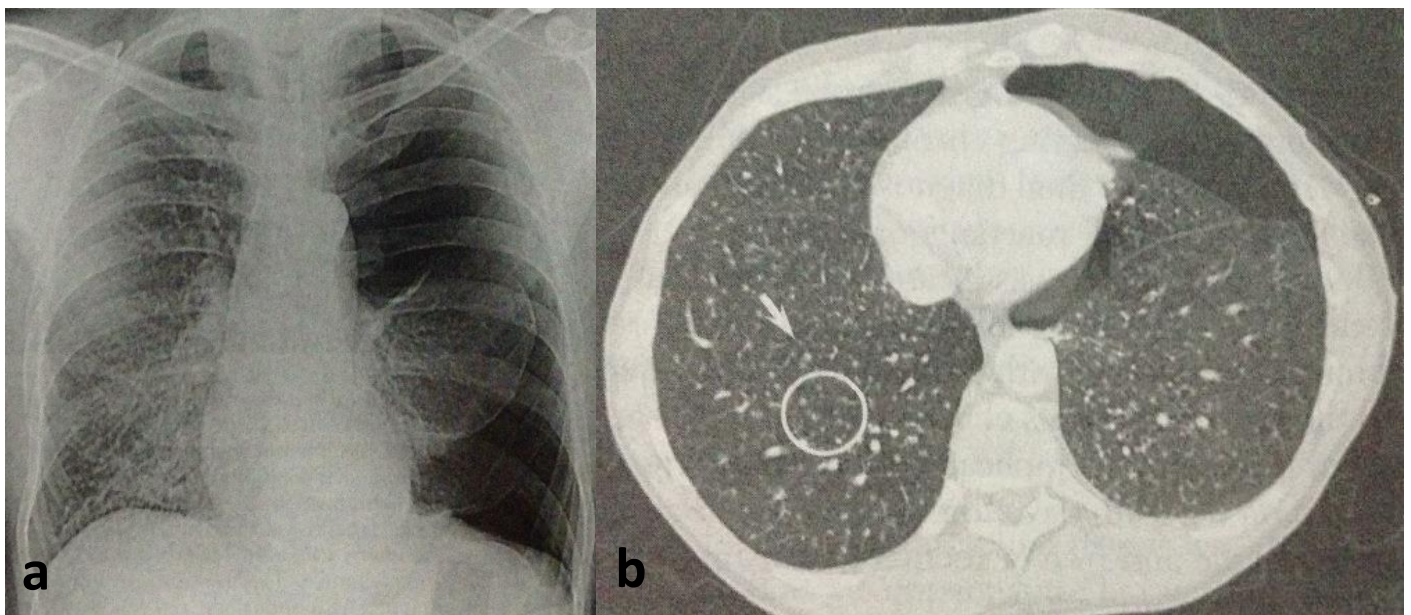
(a) radiografía de tórax con neumotórax izquierdo. (b) TAC de tórax con neumotórax izquierdo.
